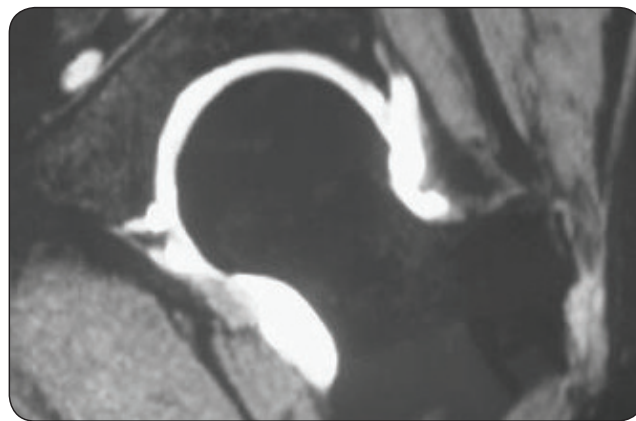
RM de una cadera izquierda con inyección de gadolinio resaltando una lesión del labrum en la región inferointerna.
